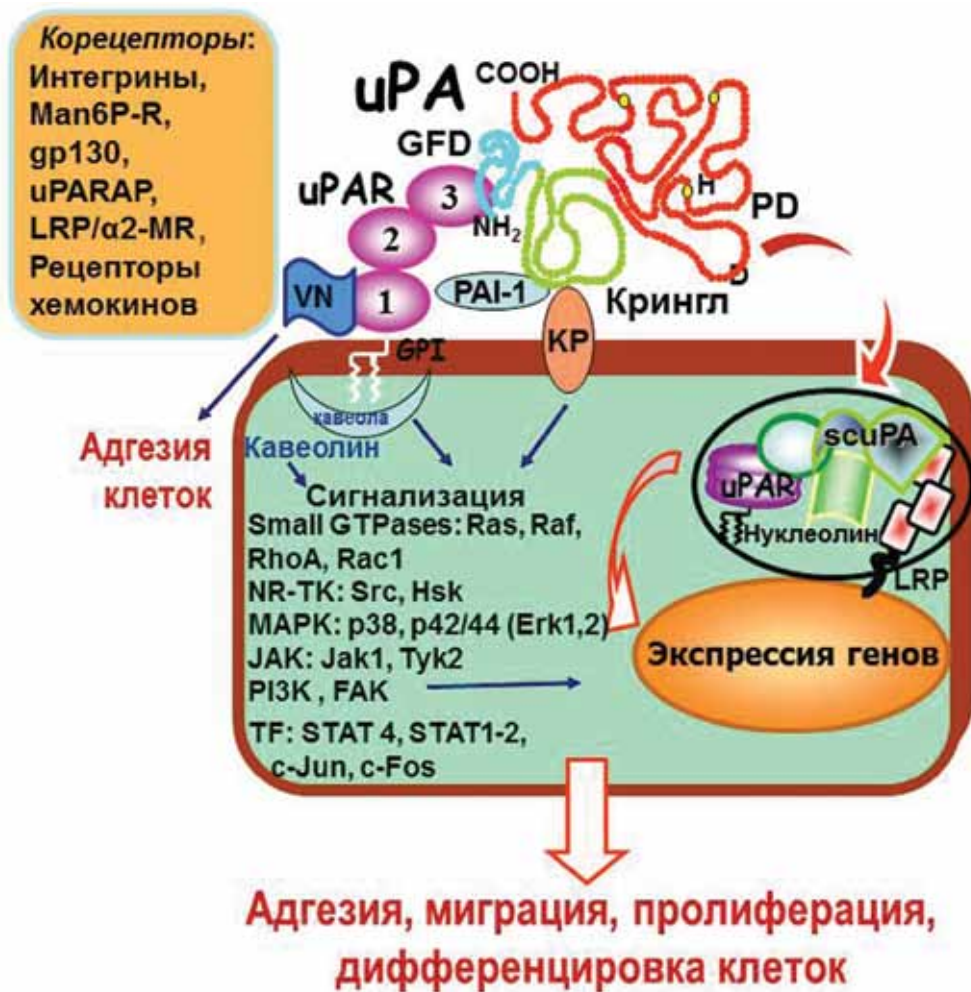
Взаимодействие урокиназы с рецептором (uPAR/CD87) и крингл-связывающим белком (KP) индуцирует внутриклеточные сигнальные каскады, ведущие к адгезии, миграции, пролиферации и дифференцировке клеток. GFD – домен, подобный фактору роста; PD – протеолитический домен; GPI – гликозилфосфатидилинозитольный якорь; VN – витронектин; PAI-1 – ингибитор активаторов плазминогена; scuPA – одноцепочечная урокиназа; LRP – рецептор липопротеинов низкой плотности; LRP/ α ₂-MR – белок, родственник рецептору липопротеинов низкой плотности/рецептор α 2-макроглобулина; MAPK – mitogen-activated protein kinases; JAK – tyrosine protein kinases; STAT – ДНК-связывающие активаторы транскрипции; TF – факторы транскрипции; PI3K – фосфоинозитид-3-киназа; FAK – киназа фокальных контактов; NR-TK – нерцепторная тирозинкиназа; Man6P-R – манноза-6-фосфат/рецептор инсулиноподобного фактора роста II; gp130 – сигнальный посредник интерлейкина 6; uPARAP – белок, ассоциированный с урокиназным рецептором
